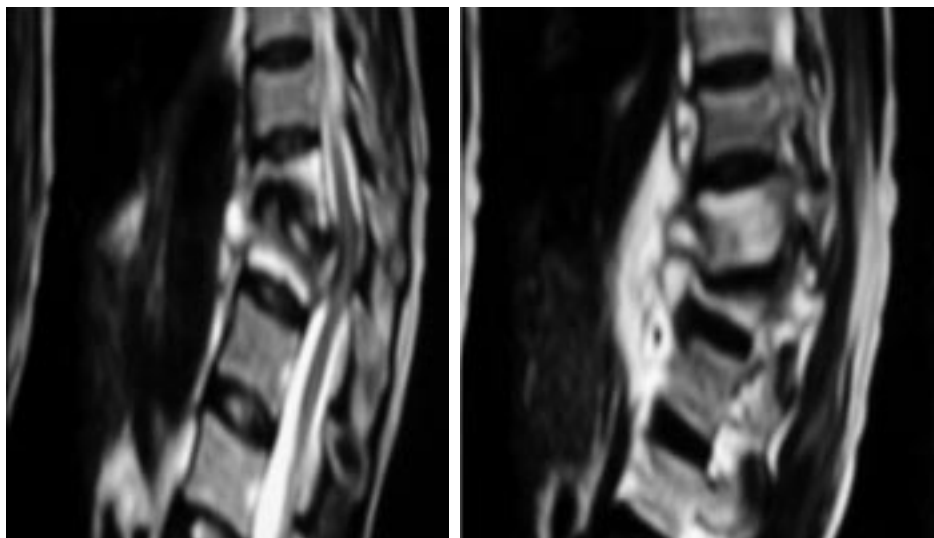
Preoperative lateral view X-ray, MRI showing destroyed vertebrae and cold abscess
